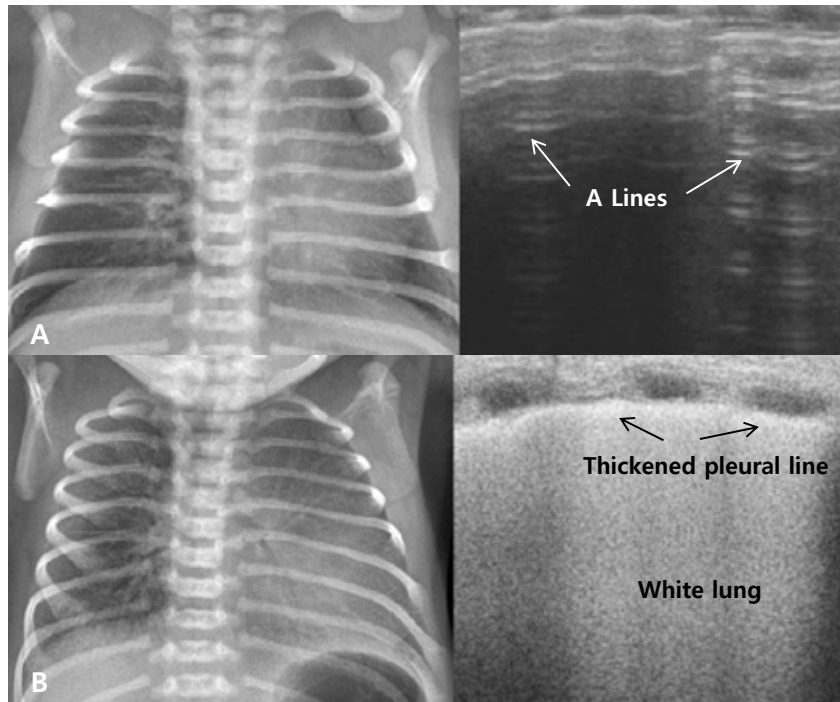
A) Radiography and ultrasound in infant with transient tachypnea of newborn. Multiple parallel lines below the pleural line (A lines) are shown in in ultrasonography. B) Radiography and ultrasound in infant with respiratory distress syndrome. Echogenic 'White lung' appearance and thickened and irregular pleural line are shown in ultrasonography.
